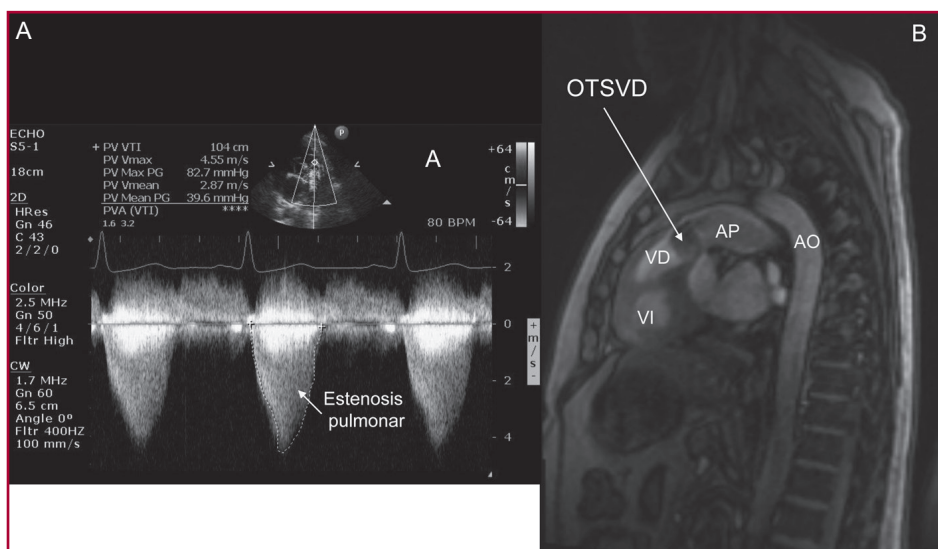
A. Ecocardiograma en el que se evidencia estenosis pulmonar y gradiente máximo de 80 mm Hg, con gradiente medio de 40 mm Hg. B. Resonancia cardíaca que muestra obstrucción del tracto de salida del ventrículo derecho (OTSVD). VI: Ventrículo izquierdo. VD: Ventrículo derecho. AP: Arteria pulmonar. AO: Aorta.
